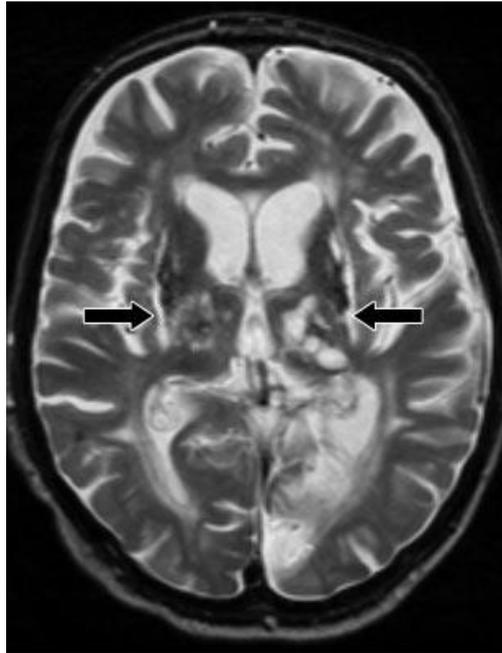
Resonancia magnética ponderada en T2 en la cual se observan múltiples imágenes bilaterales redondeadas hiperintensas en los núcleos de la base, capsula interna y externa así como en talamos correspondientes a *infartos lacunares*.
